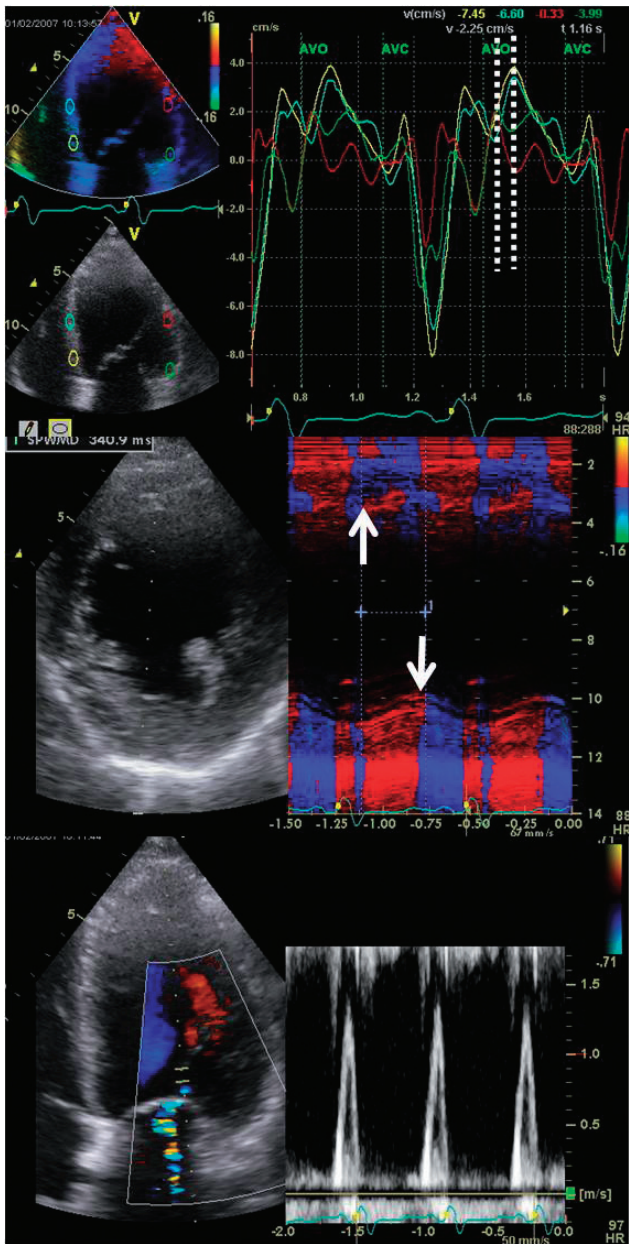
初診時心エコー(左)とCRT埋め込み前エコー(右).
